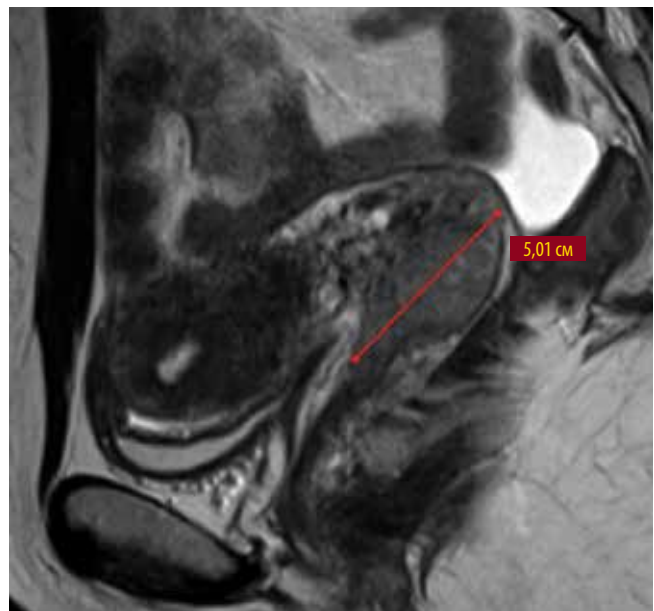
Магнитно-резонансная томография органов малого таза, T2-взвешенные изображения в сагиттальной плоскости: опухоль шейки матки после лечения увеличилась до 5,01 см
